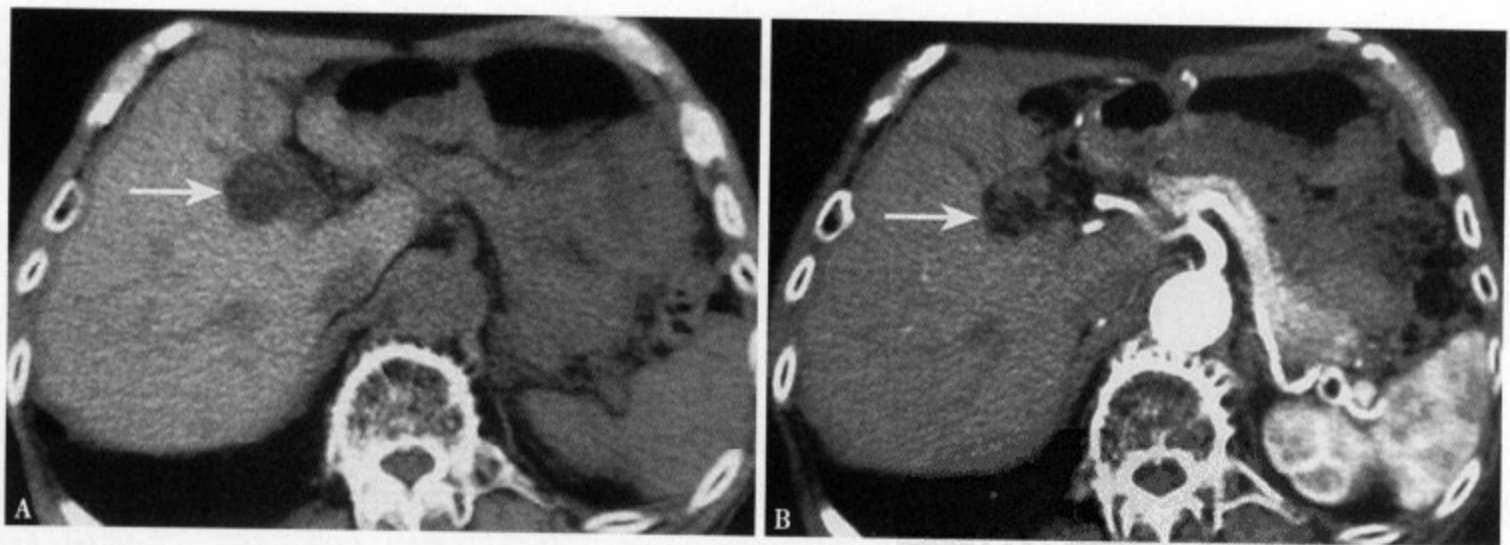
CT 平扫 (A) 肝右叶前段可见一局限混杂密度肿块，直径约 3.5cm，部分呈等密度（↑）；增强 CT 动脉期 (B) 病灶边缘显示清楚，并可见边缘结节样强化
